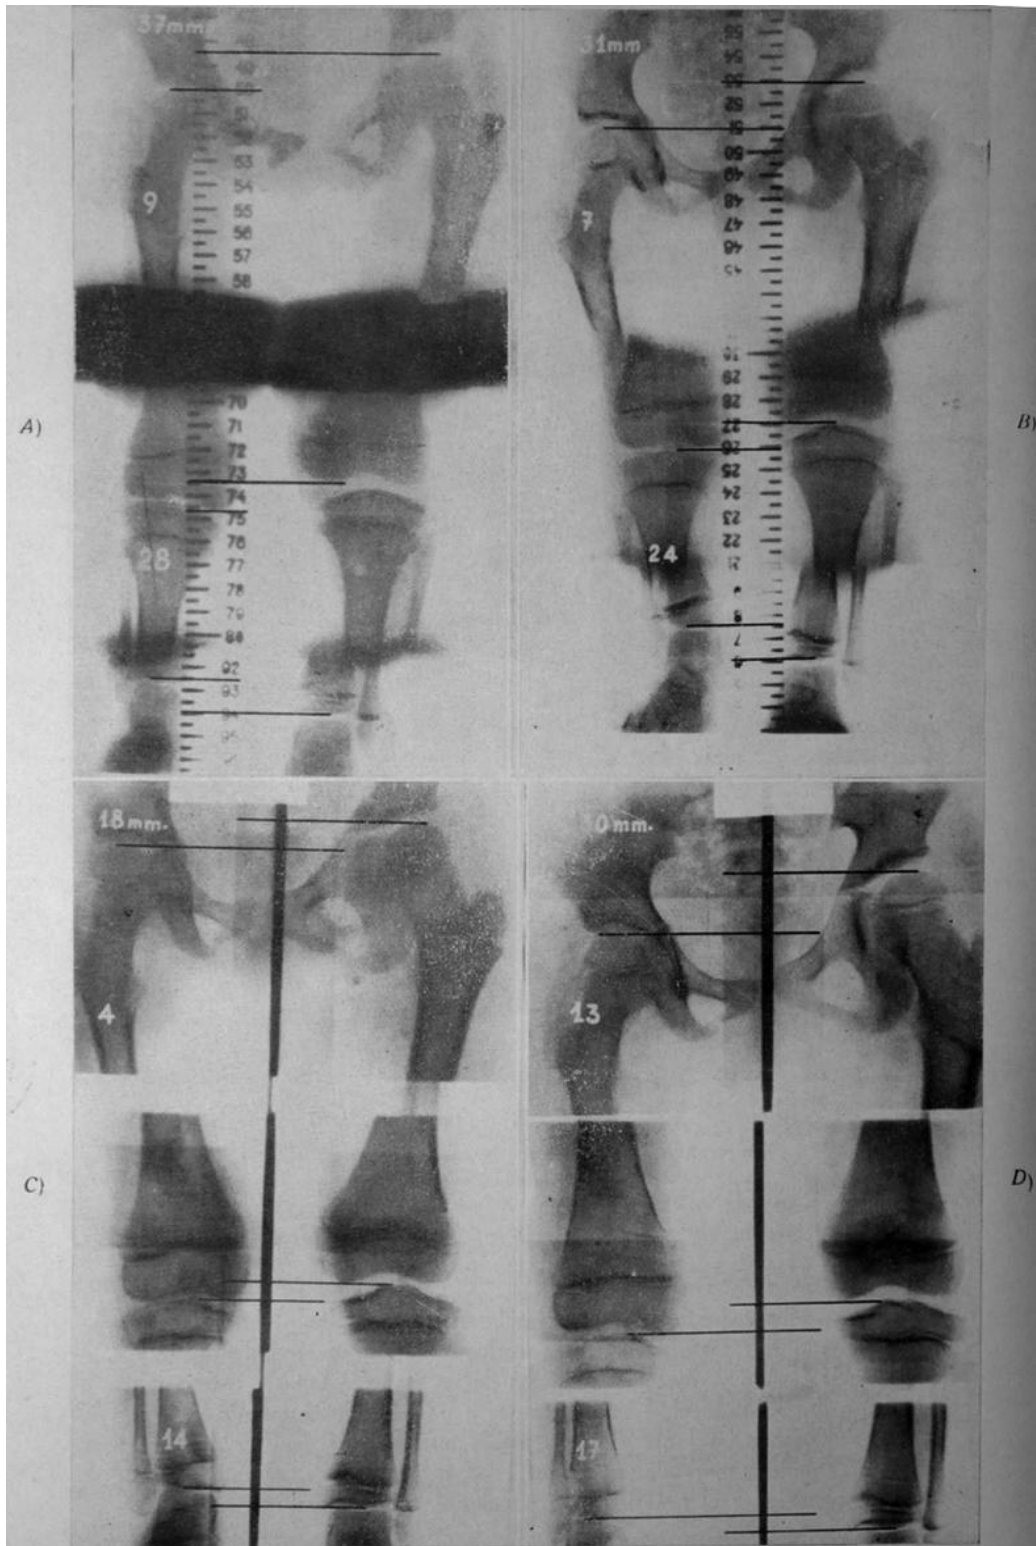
A), B), C) y D), radiografías de medición de la enferma A. R. Historia 3. 412. Mujer. A los 7, 7, 6, 8 y 9 años de edad. Se estimuló dos veces el crecimiento — ambas con variedad técnica A — a los siete y siete años y medio. El magnífico resultado obtenido a los seis meses de la segunda estimulación (C), se perdió parcialmente a los dieciocho meses de la misma (CD).
